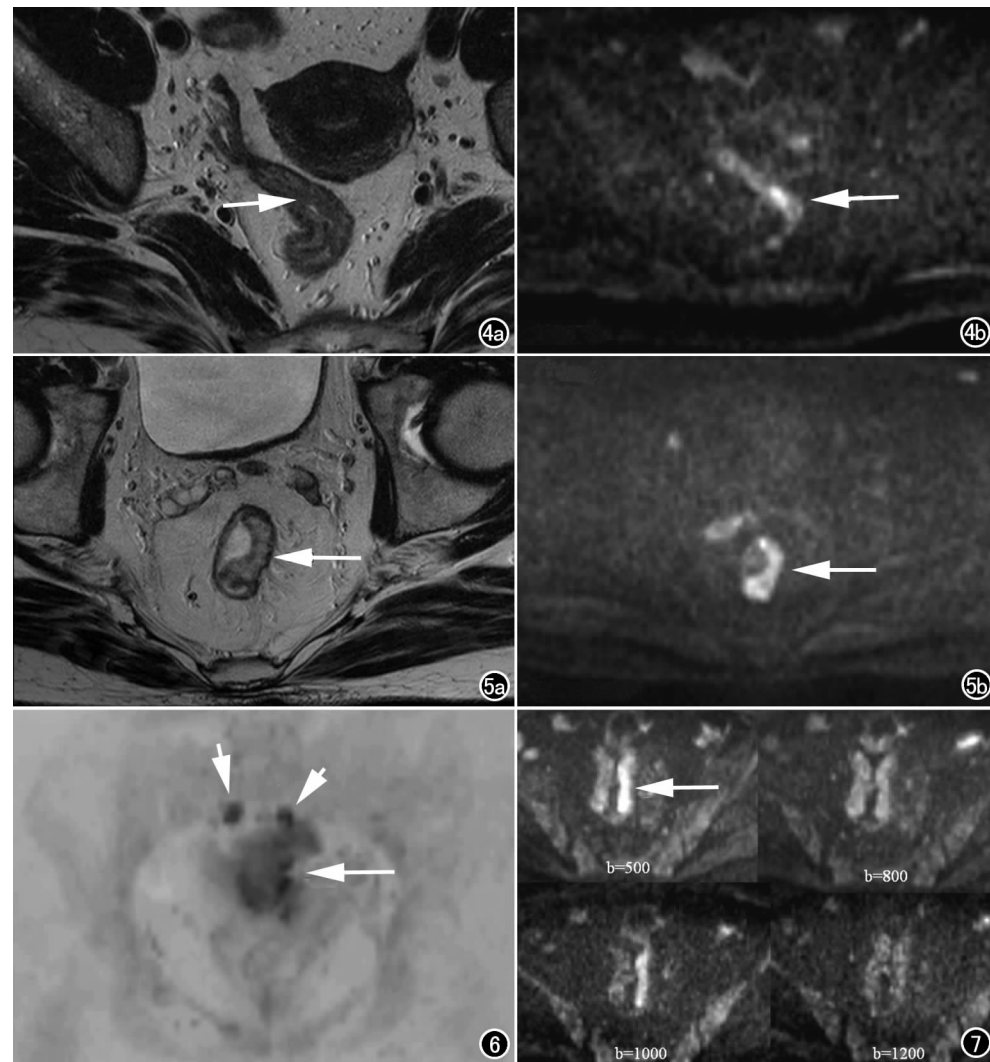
女, 51 岁, T_2 期肿瘤。a) 高分辨 T_2 WI 示肠壁轻度增厚; b) 屏气 DWI ($b=800 \text{ s/mm}^2$) 示肿瘤呈明显高信号(箭), 显示清楚, 部分小肠及子宫内膜呈高信号。
